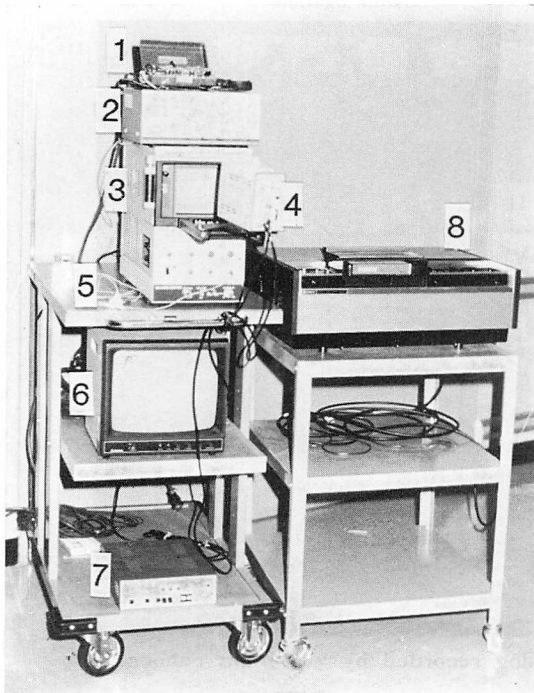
Presentation of equipments for "all-night echocardiography".
